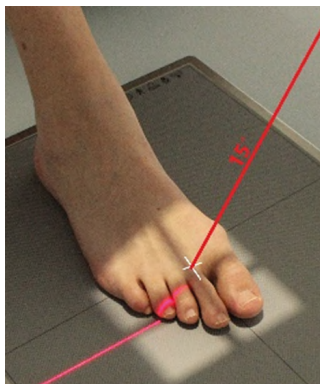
Рентгенография пальцев стопы. Задняя прямая проекция
